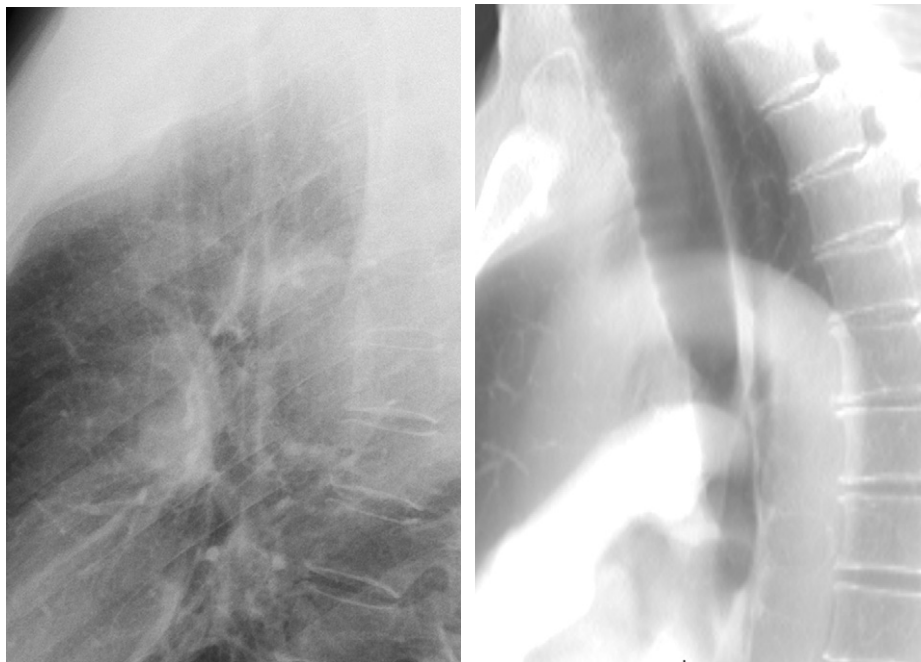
Trachée sur une radiographie de profil. Comparaison avec la TDM.
